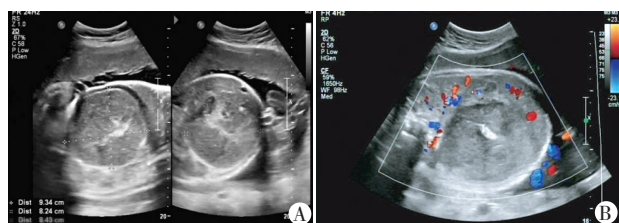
胎儿胎粪性腹膜炎常规超声(A)和 CDFI(B)图
